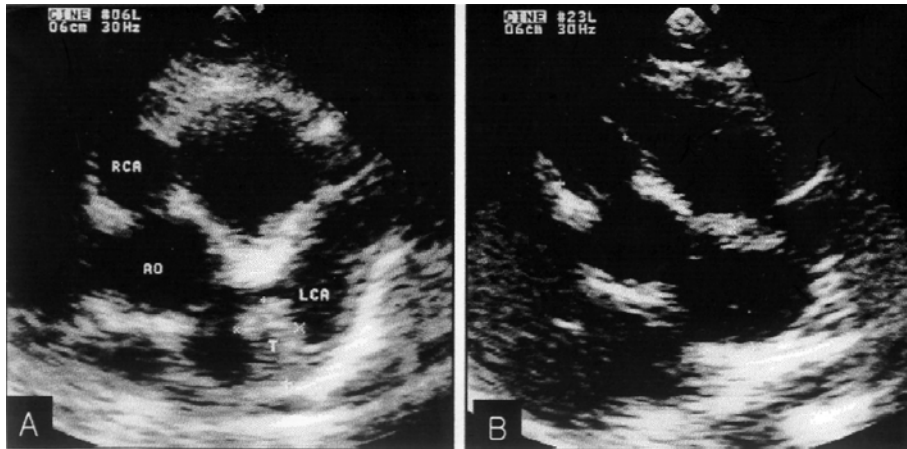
Serial two-dimensional echocardiograms before and after systemic infusion of urokinase and heparin. On day 24 of the illness, mural thrombi are seen within the left main and left anterior descending coronary arteries(A). After infusion, the thrombi were dissolved(B).
